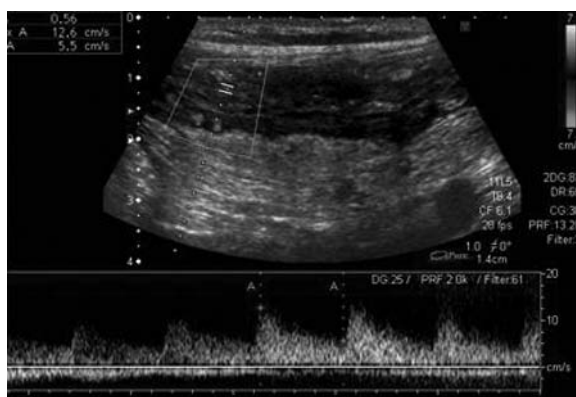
Corte longitudinal de ecografía transabdominal (utilizando transductor de 10-5 MHz). Engrosamiento mural del asa con pérdida de estratificación y Doppler positivo.
